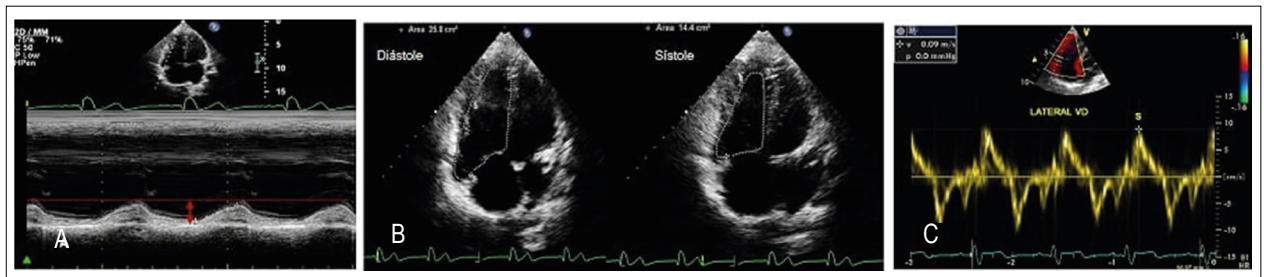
Parâmetros convencionais para avaliação da função sistólica do ventrículo direito. (A) Excursão do plano do anel tricúspide. (B) Variação fracional da área registrada pela diferença entre área diastólica final e área sistólica final/área diastólica final. (C) Curva espectral obtida pela análise do Doppler tecidual ao nível do anel da valva tricúspide. Análise do pico da velocidade da onda miocárdica sistólica (S).
